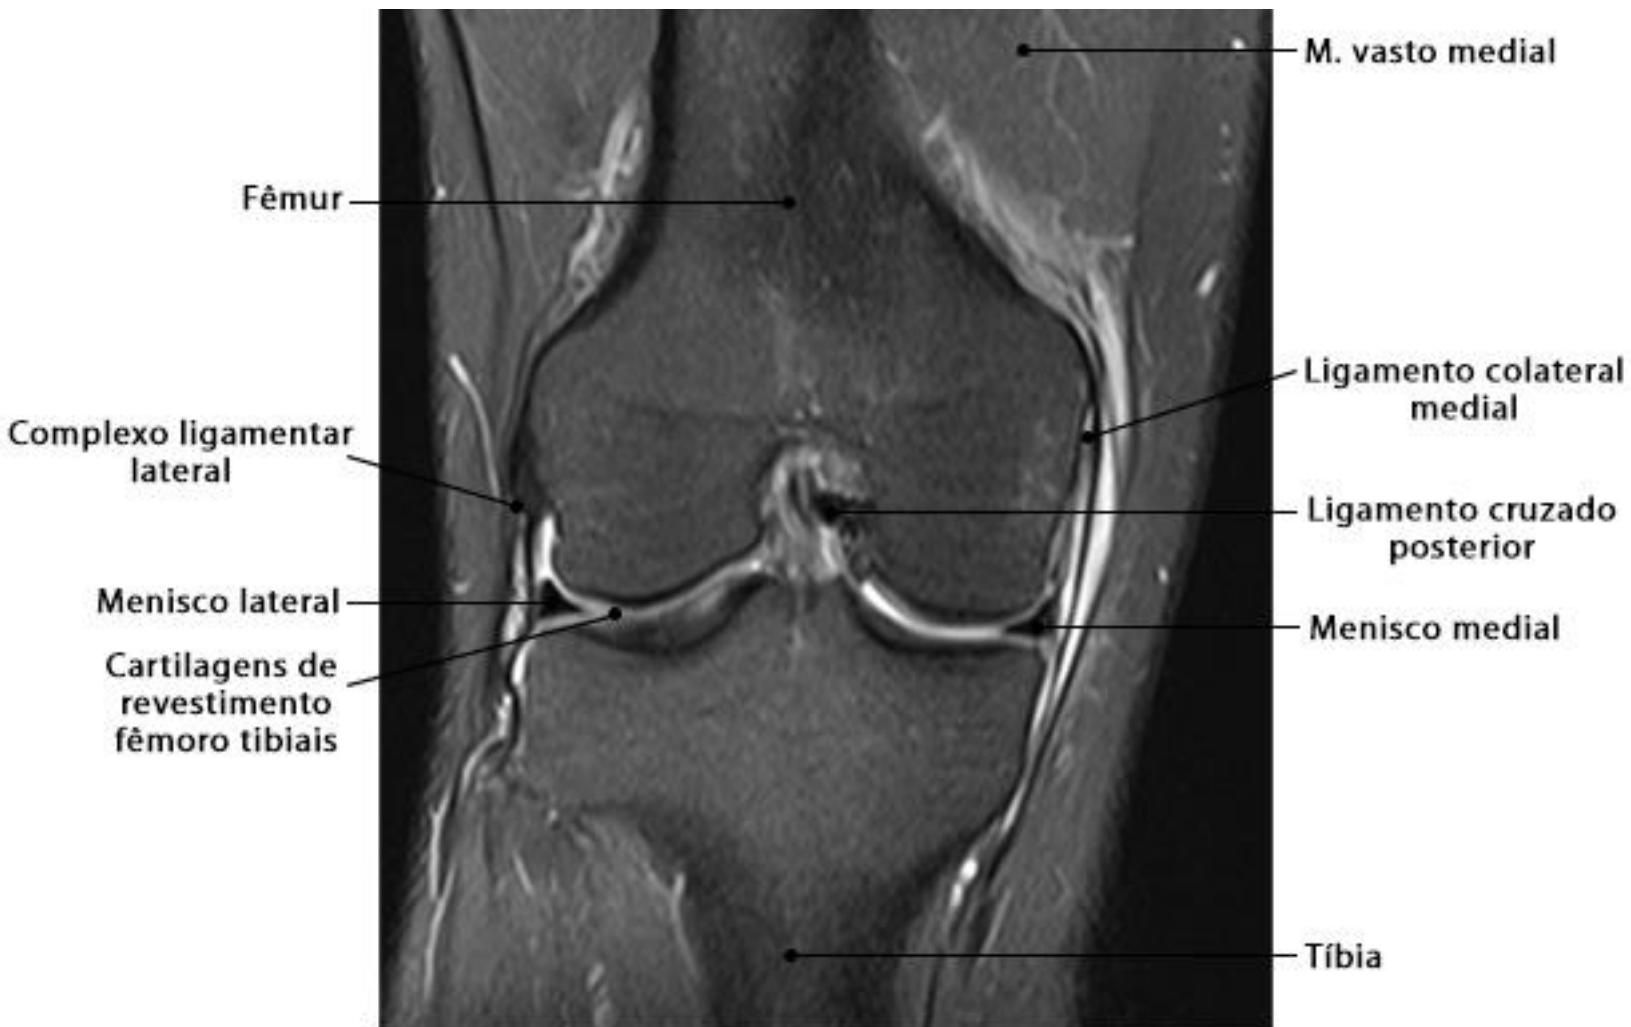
RM do joelho em corte coronal com ponderação DP SPAIR
